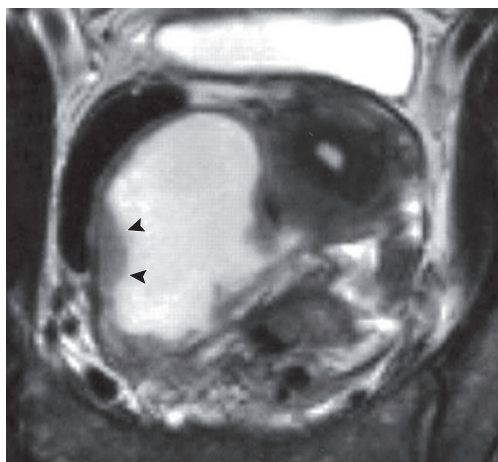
Т2-взвешенная МРТ в косой плоскости. Тубоовариальный абсцесс (головками стрелок показано утолщение стенки маточной трубы).
